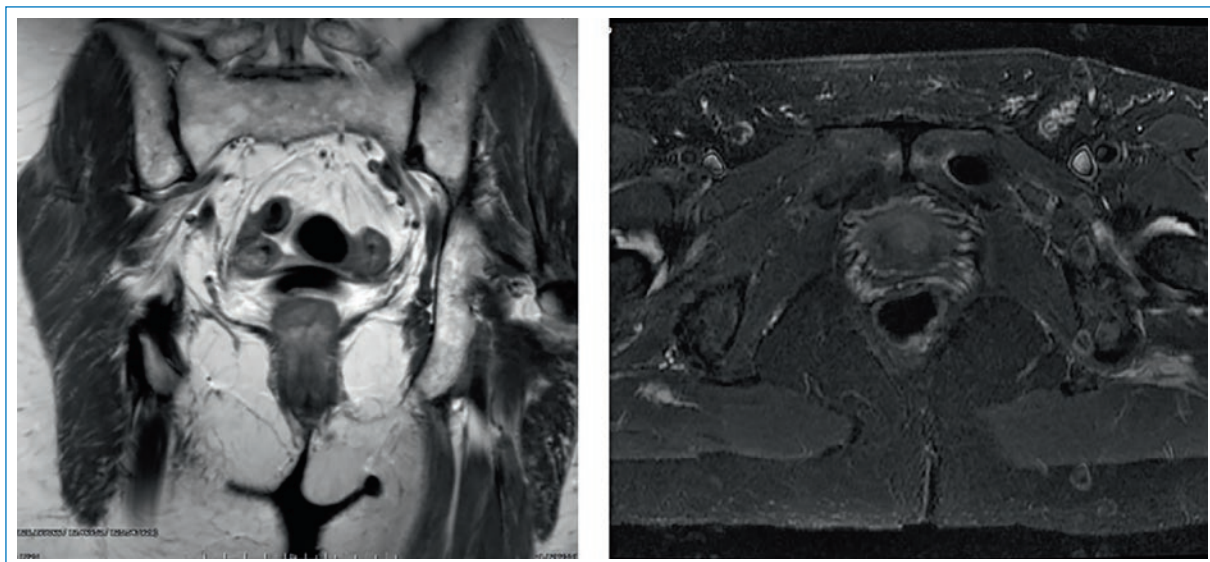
Resonancia magnética: recidiva tumoral en la cara vaginal anterior.
